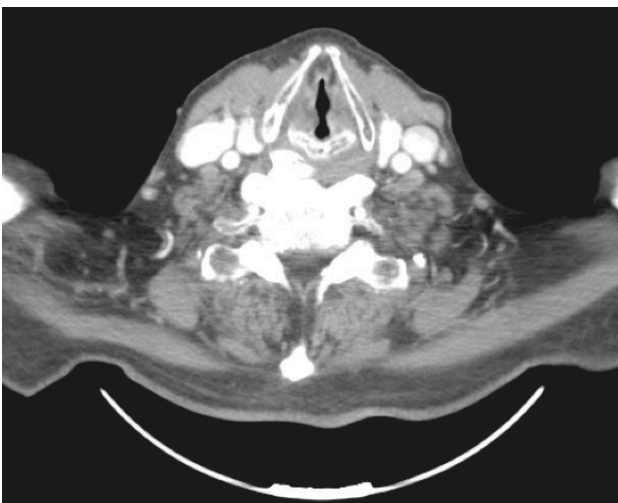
y 1B: TC de cuello: Importante reacción hipertrófica en cara anterior de los cuerpos vertebrales cervicales, más marcado a nivel de C4-C6. Las cuerdas vocales en los planos axiales y coronales se observan en íntimo contacto en relación con la existencia de parálisis de ambas cuerdas. Pequeñas adenopatías no significativas.
